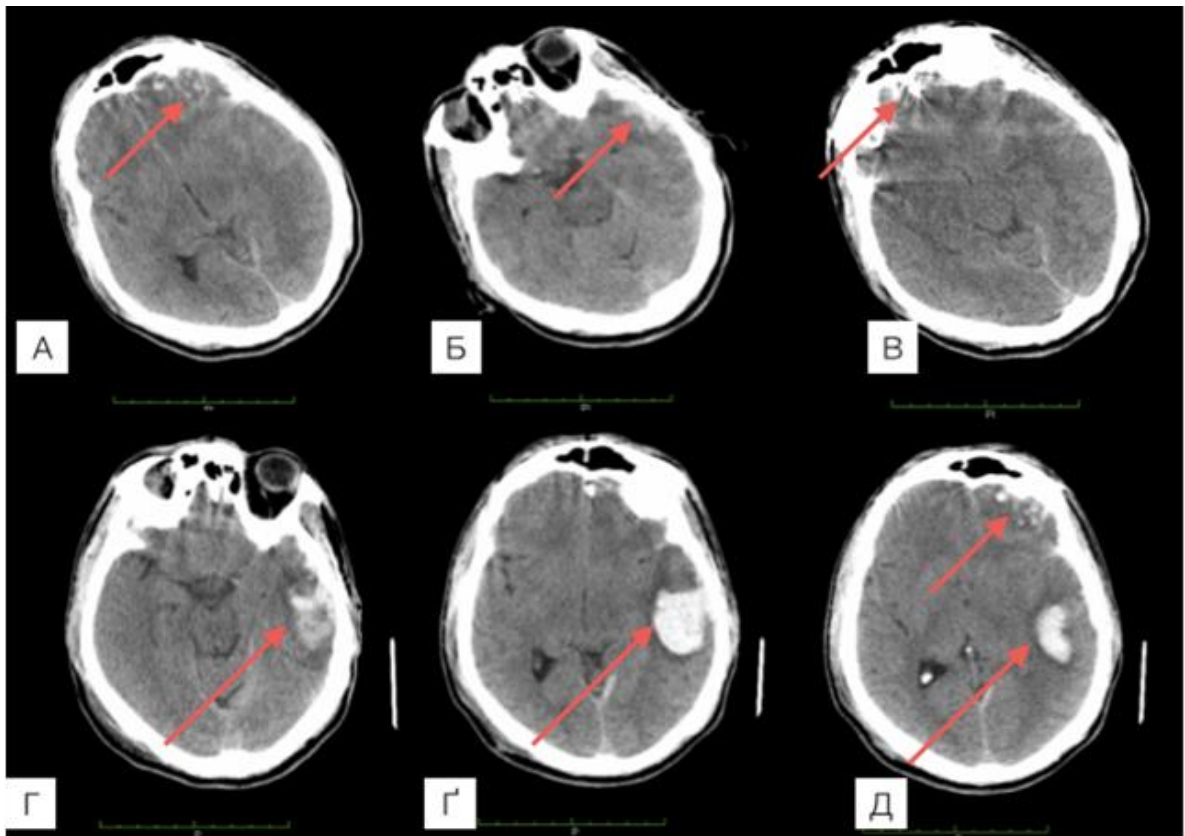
Спостереження №126. КТ хворого О-ух, 35 років (історія хвороби №17306). Серія КТ пацієнта А, Б, В — КТ під час госпіталізації виявила ділянки ЗГМ у лівій лобній і скроневій долях. На момент надходження свідомість порушена за типом поверхневого приглушення, 13 балів за ШКГ. Г, Г, Д — контрольна КТ після клінічного погіршення через 4 години після госпіталізації, рівень свідомості 8 балів за ШКГ. Масивна ВГПЗ і формування внутрішньомозкової травматичної гематоми.
